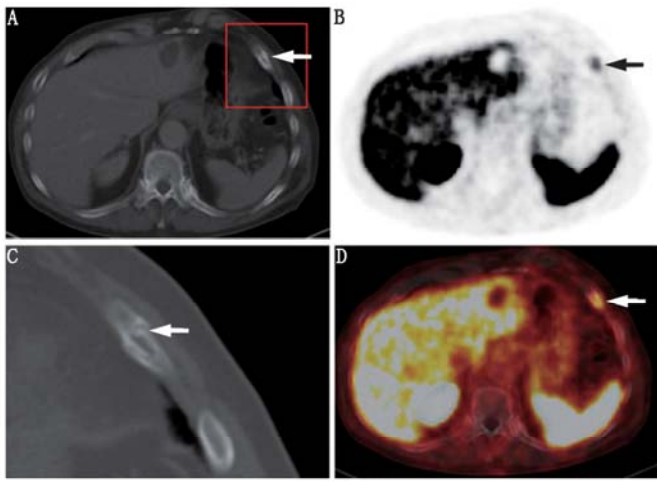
^{68}Ga -前列腺特异膜抗原 (PSMA) 配体 PET/CT 显像图。横断面 PET (B) 和 PET/CT (D) 图像示左侧肋骨呈中度局部 PSMA 配体摄取 (箭头示), 对应的 CT 图像 (A 和 C) 证实为肋骨微小移位性骨折
